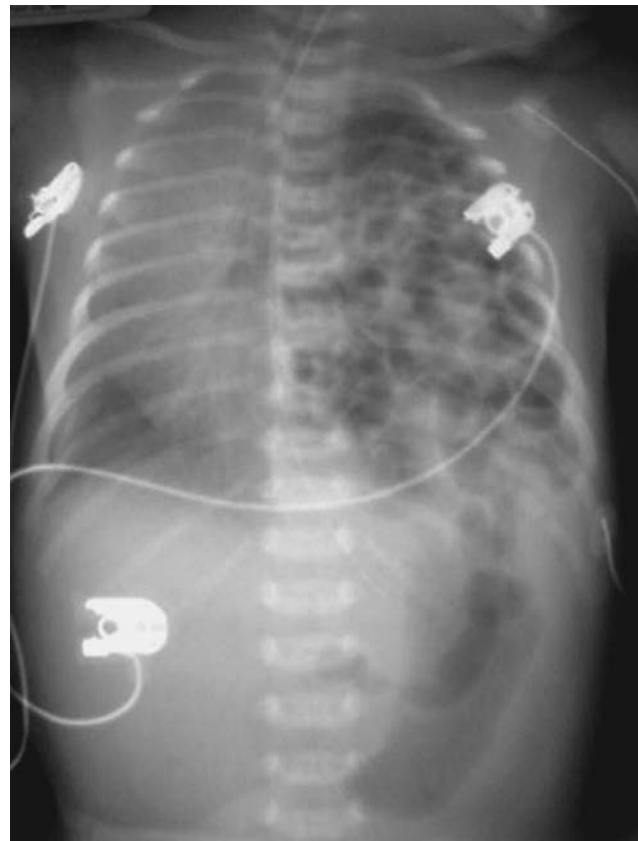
Radiografía de tórax que muestra una hernia diafragmática congénita.
